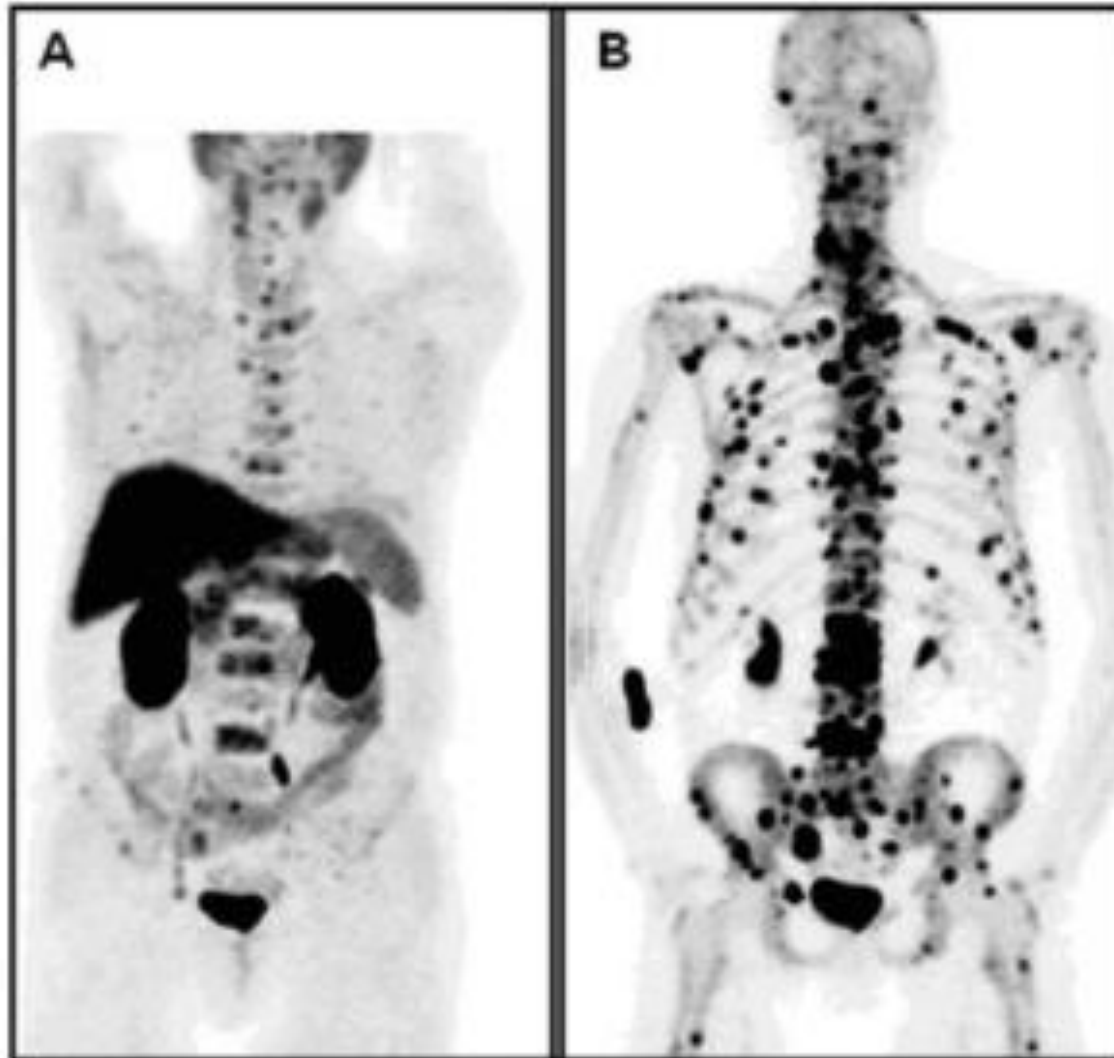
(A) FCH PET (MIP-Image); (B) Fluoride PET (MIP-Image). Fluoride PET demonstrated higher sensitivity than FCH PET for detection of BM (statistically not significant).
